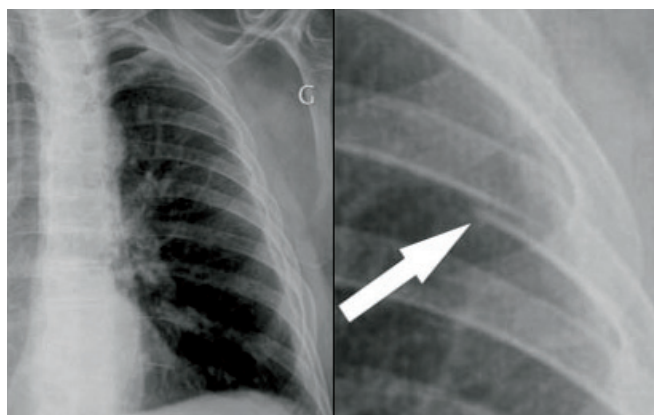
Radiographie thoracique : fracture de l'arc postérieur de la quatrième côte gauche (↗).
